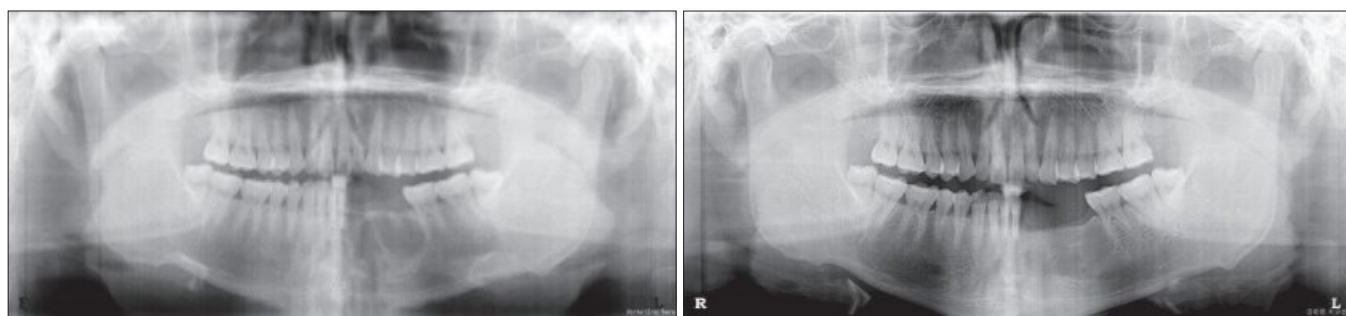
Panoramic X-rays before & after 3 years.
